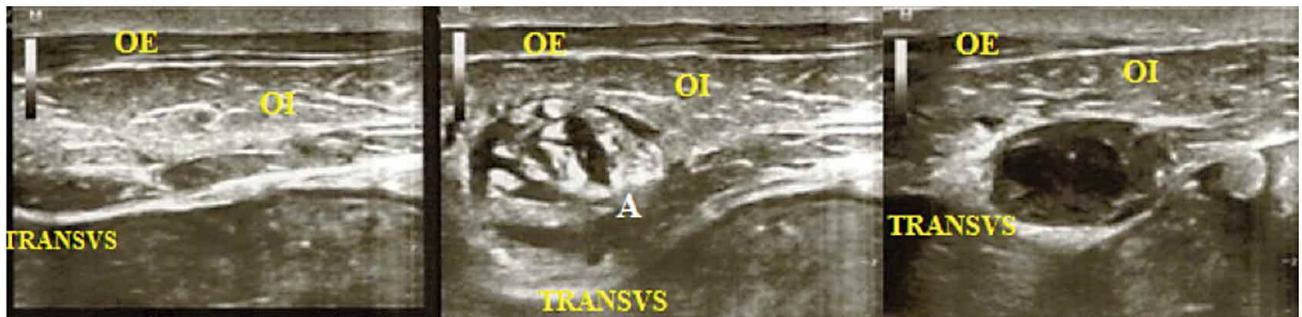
Localización de sitios de punción para el bloqueo de ramos nerviosos, reconocidos por ultrasonografía entre los planos musculares del Recto Anterior del abdomen, Músculos Oblicuos Externo e Interno y Transverso.
